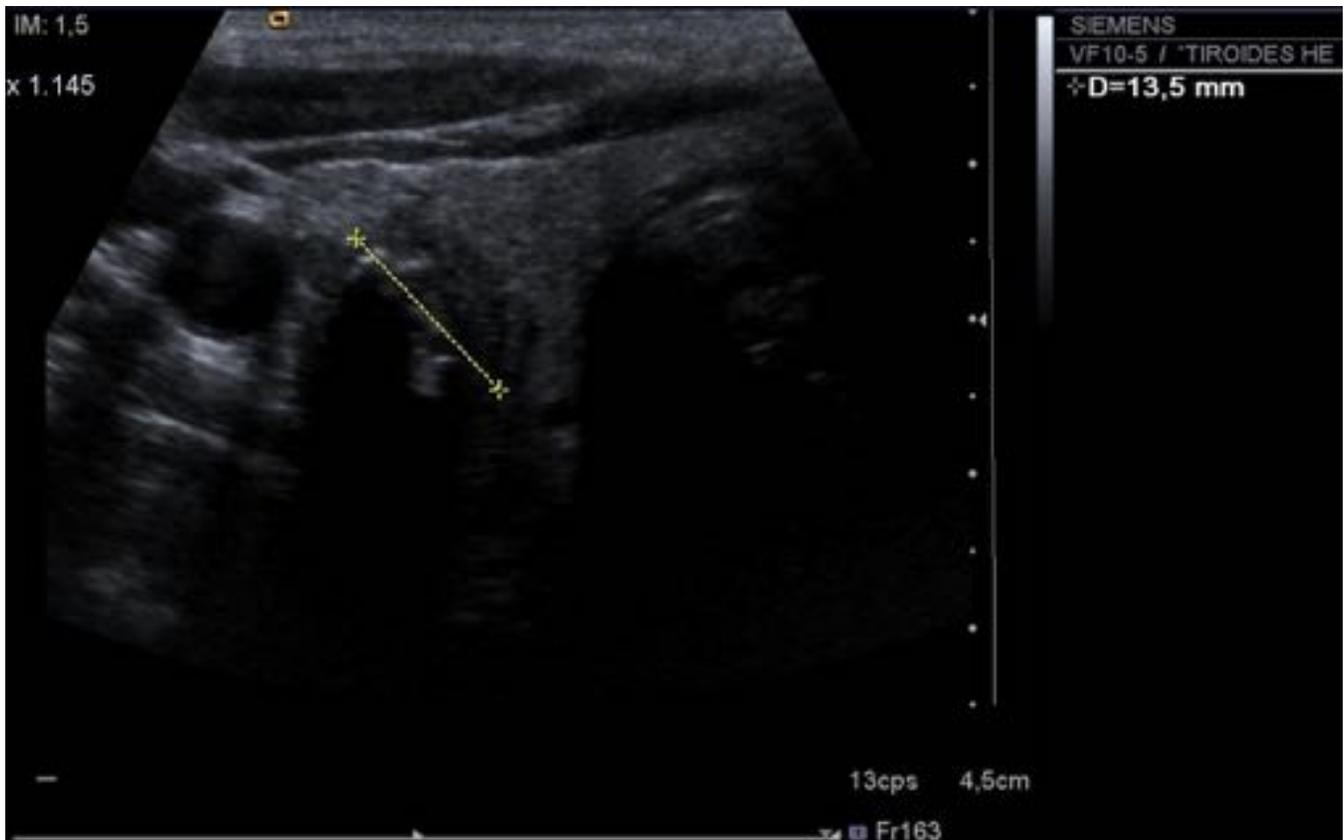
Nódulo levemente heterogéneo, sólido, con resultado de hiperplasia nodular (Bethesda 2). Presenta flujo doppler interno.
